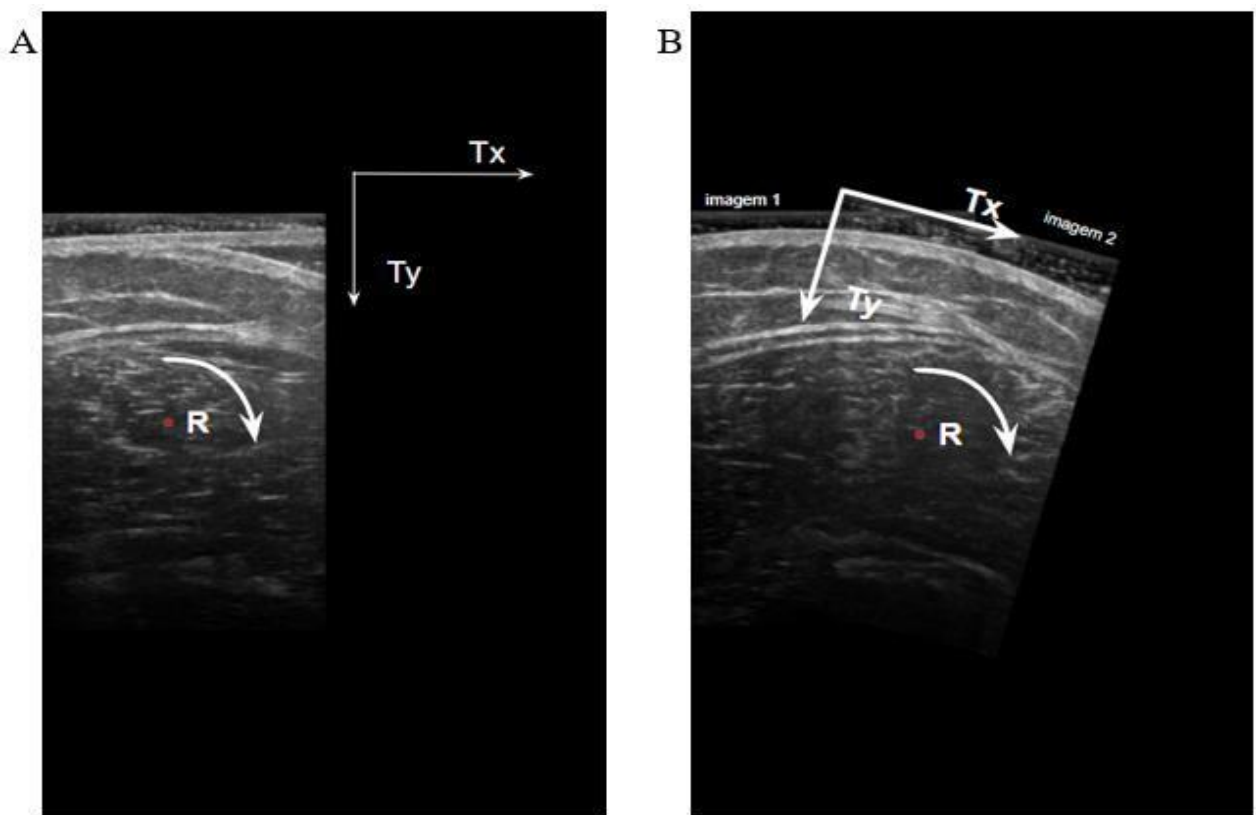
A) Imagem representativa da sobreposição de duas imagens de ultrassonografia do músculo vasto lateral (VL). B) Imagem representativa da melhor combinação entre um par de imagens de ultrassonografia do músculo vasto lateral onde Tx, Ty são translações nos eixos x e y respectivamente e R é uma rotação na direção do eixo y para o eixo x.
